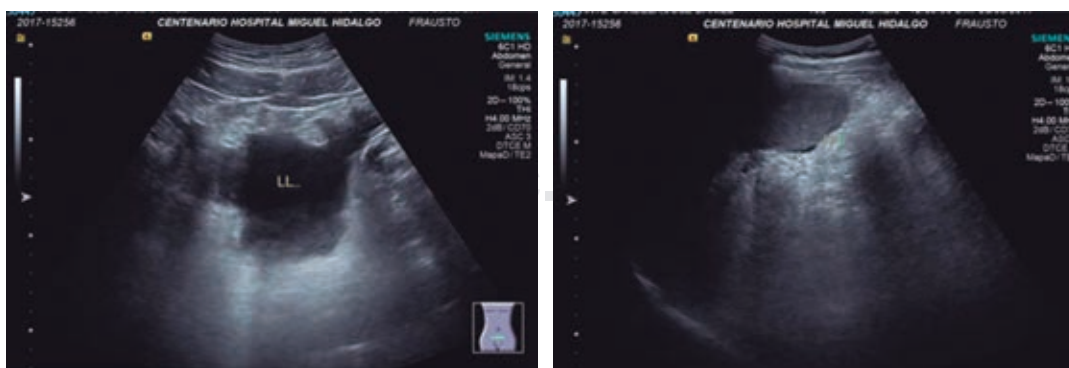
Ultrasonido evidenciado líquido libre.
